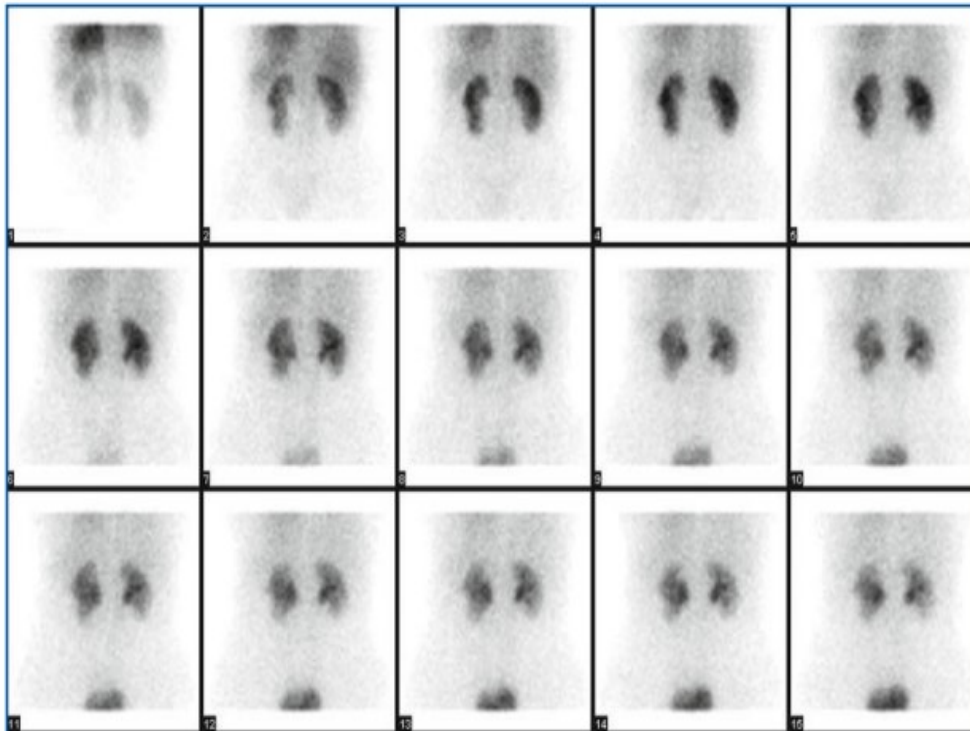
Esempio di sequenza dei frames di una scintigrafia renale dinamica con le varie fasi di distribuzione del radiofarmaco nei reni e nella vescica.^[2]
